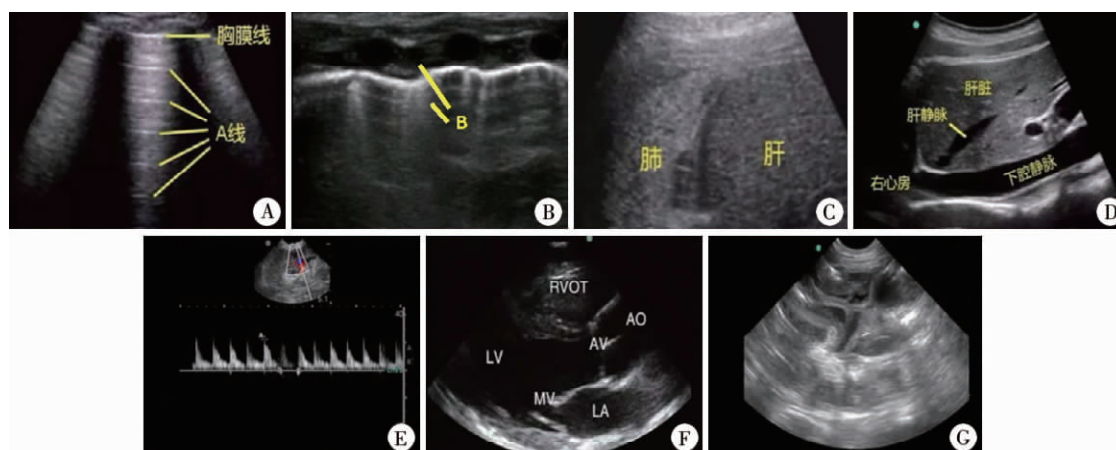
超声可视化技术的评估内容 A:正常肺组织的超声表现; B:肺组织中液体量增加; C:评估肝隐窝情况; D:通过测量下腔静脉了解患儿液体容量; E:评估肾灌注情况; F:评估心脏动力、射血分数; G:评估腹腔肠管壁厚、肠功能恢复、积液透声情况
